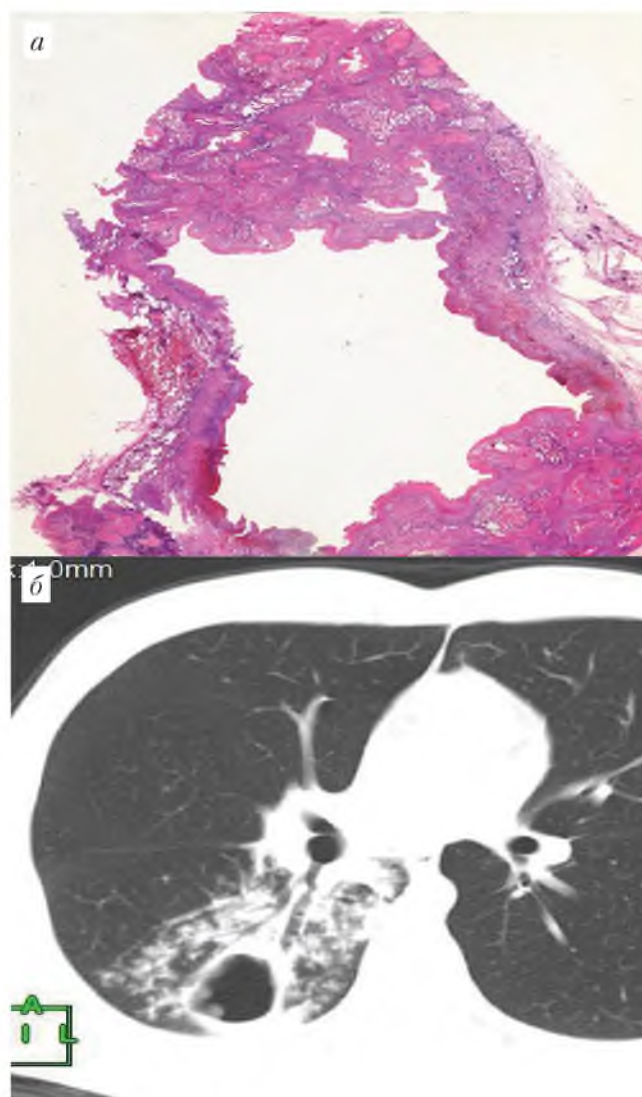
а, б. Каверна в 6-м сегменте правого легкого со сформированными соединительнотканными стенками с поражением дренажного бронха и очагами отсева. Клиническая форма – кавернозный туберкулез в фазе инфильтрации и обсеменения: а – гистотопограмма, б – КТ
